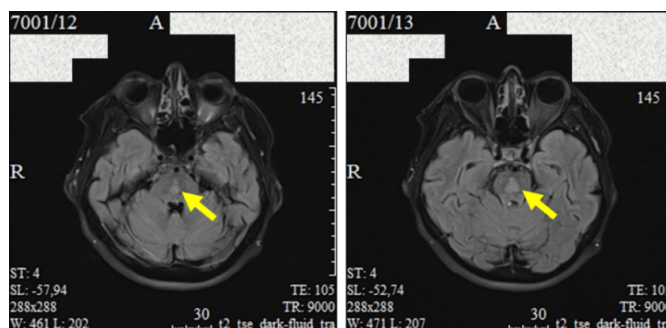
МРТ головного мозга пациентки П. T2-ВИ/FLAIR, аксиальные срезы
